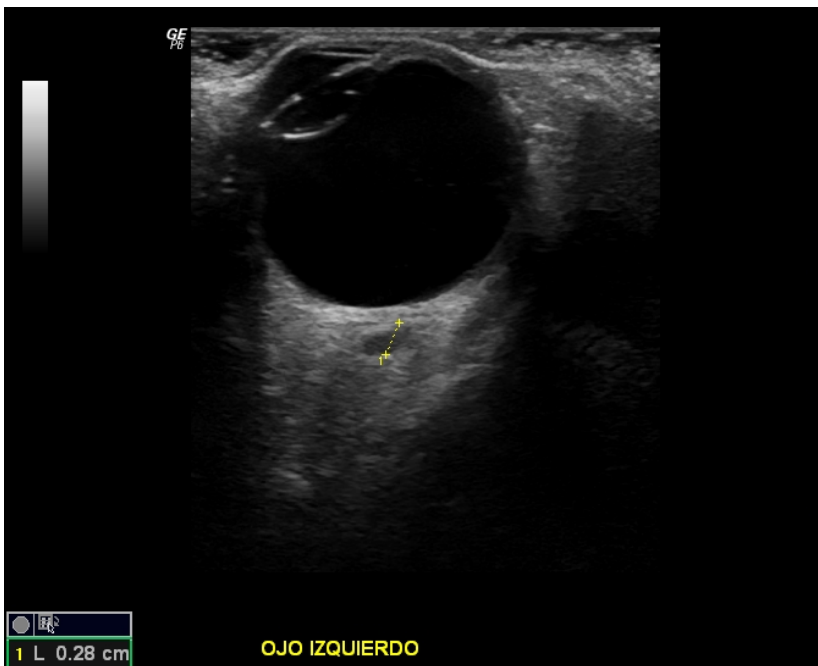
Estudio de ecografía a escala de grises de paciente masculino de 78 años de edad que muestra pérdida de volumen de la cabeza del nervio óptico izquierdo.
